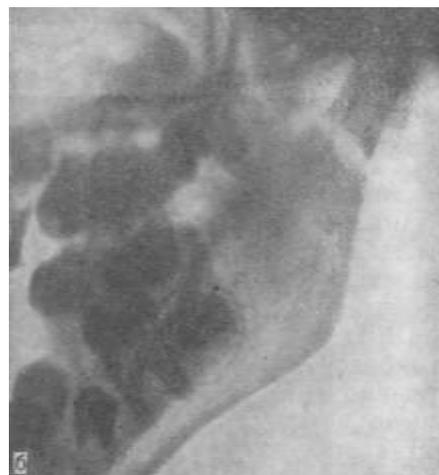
Рентгенограммы височно-нижнечелюстного сустава справа (а) и слева (б) после травмы больной 9 лет. Видны линии переломов.
